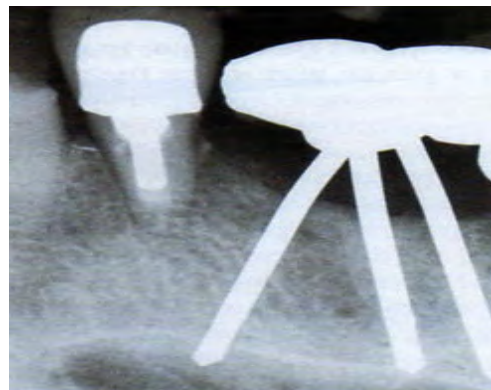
Radiografi e një implanti të Scialom
